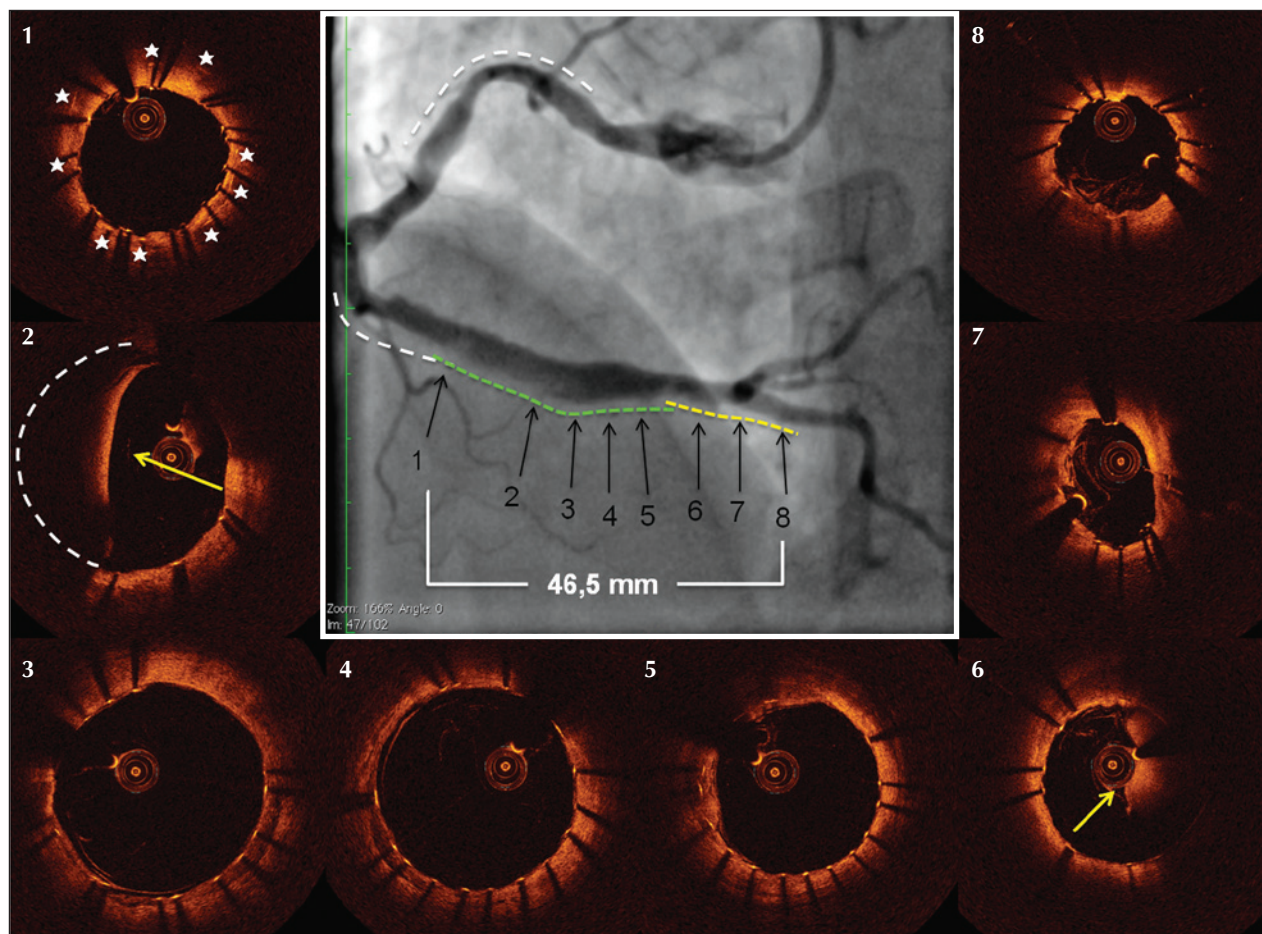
Angiografia e tomografia de coerência óptica de controle. Os stents previamente implantados (linhas brancas) e os stents recém-implantados (linhas amarela e verde) com mínima sobreposição das hastes, e cobertura completa do segmento. O painel 1 indica o local de sobreposição das hastes com o stent prévio (asteriscos). Observa-se prolapso de material trombótico, que explica a imagem de hipertransparência na angiografia (2). A pós-dilatação focal com balão 5,0 x 12 mm logrou adequada expansão e aposição das hastes no segmento ectásico (3 e 4). Fora do segmento ectásico, o stent acompanha o tamanho do vaso (5). Próximo à bifurcação, nota-se outro ponto de prolapso de material trombótico (6). Foram obtidas adequada expansão e aposição do stent na bifurcação (7) e em sua borda distal no terço proximal do ramo descendente posterior (8).
